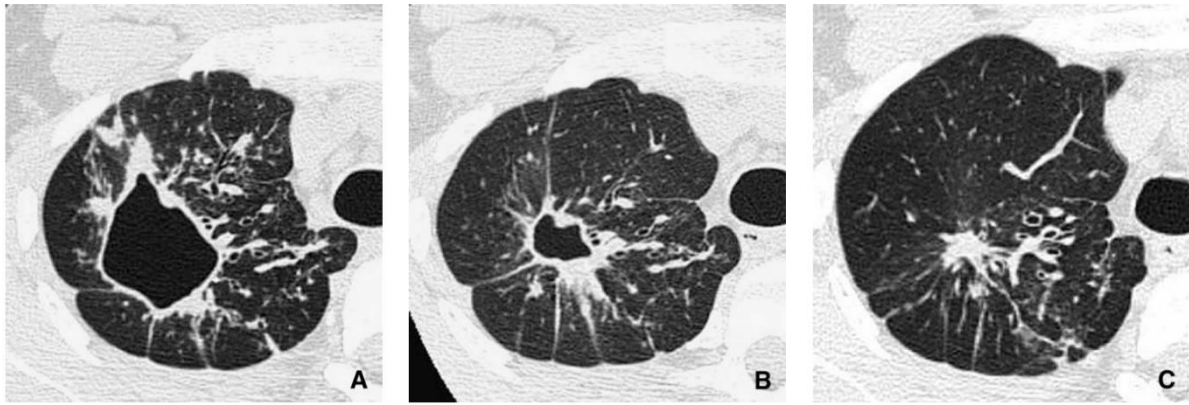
Tuberculose pulmonaire post-primaire. TDM après injection d'un produit de contraste.
